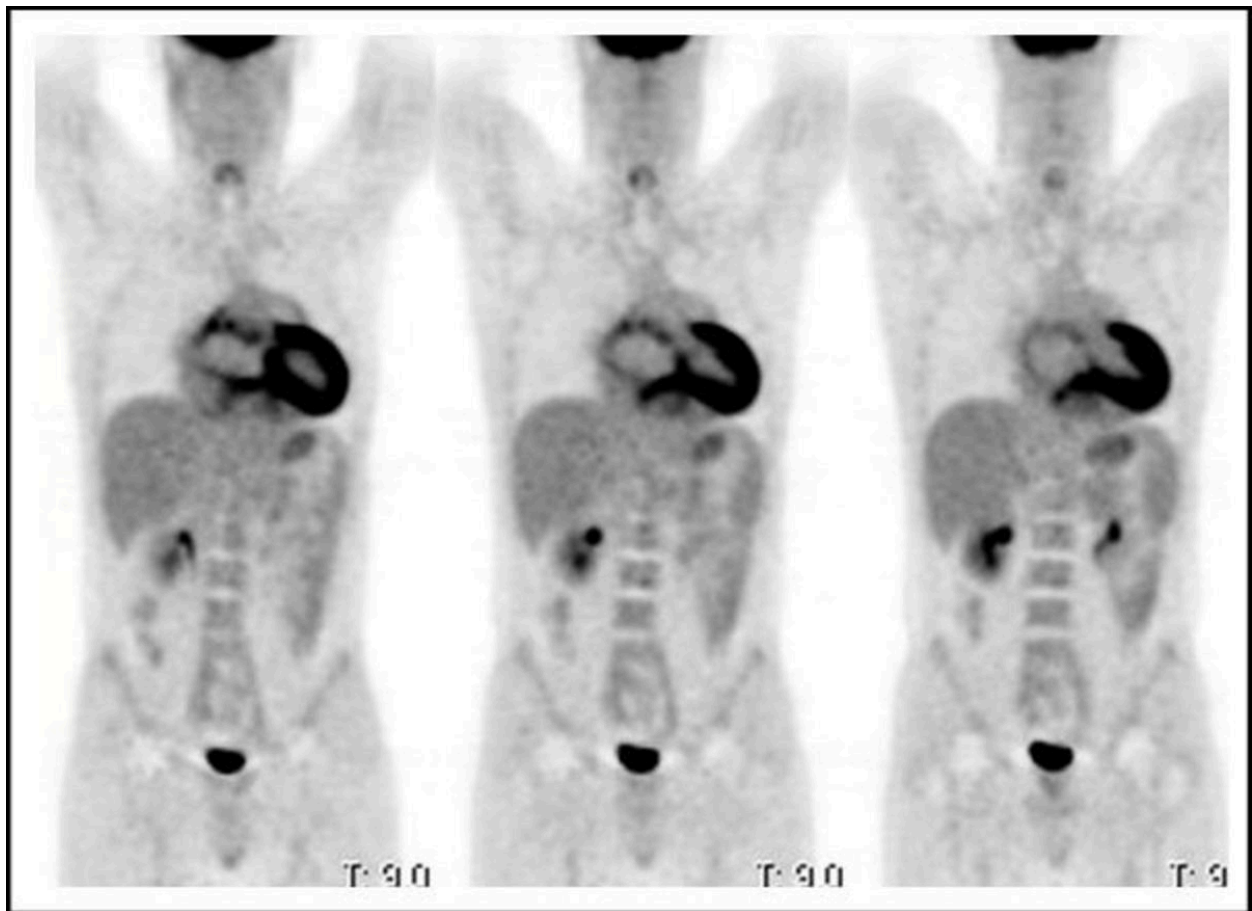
Paciente con masa cardiaca asentada sobre aurícula derecha. Con técnicas convencionales de imagen el diagnóstico era dudoso entre angiosarcoma cardiaco y masa cardiaca de origen benigno, por lo que se decidió realizar una PET-TC en la que se aprecian focos hipermetabólicos sobre aurícula derecha, lo que oriento el diagnóstico hacia una masa de origen maligno. Finalmente se realizó una biopsia con el diagnóstico anatomopatológico de angiosarcoma cardiaco. Además, en el resto del estudio no se evidenciaron otros focos hipermetabólicos sugerentes de metástasis.
